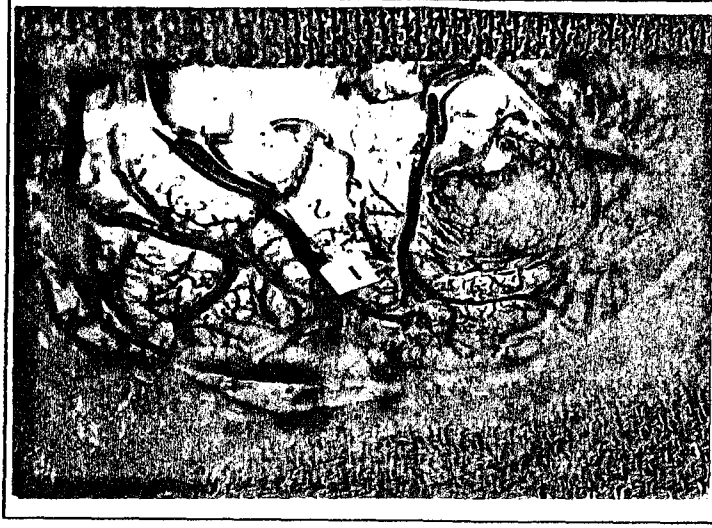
'de frontal düşük grade'li astrositoma rezeksiyonu amacıyla lokal anestezi altında opere edilen bir olguda (JT) kortikal SUP kayıtlaması sırasında elektrod tabakasının kortikal anatomiye göre yerleşimi ve şekil 4.2C'de bu olguda kortikal elektriksel stimölasyonla motor yanıtların uyartıldığı bölgelerin lokalizasyonları görölmektedir. Şekil 4.2A'da ise aynı olguda intraoperatif kortikal SUP kayıtları görölmektedir. Bu olguda 3 boyutlu MRG konstrüksiyonunda lezyon, operatif bölge ve santral sulkus ile kortikal lokalizasyon alanlarının yerleşimleri görölmektedir (Şekil 4.2D). Göröldüğü gibi bu kayıтта en yüksek amplitüdü yanıtlar santral sulkusa yaklaştıkça kaydedildi. Dikkati çeken diğer bir özellik ise santral sulkusun hemen komşuluğunda ve özellikle postsantral bölgede oldukça kompleks dalga formlarının görölmeye başlanmasıydı. Bu bölgede baskın aktivite en belirgin olarak 2 no'lu elektrodta ortaya çıkan 22.7 msn latanslı pozitifite yani P25'di. Bu aktivitenin etkinliği postsantral bölgede 1, 3, 6, 11 ve kısmende 7 ve 12 no'lu elektrodalarda da saptanmaktaydı. Santral sulkusa görece daha uzak kalan elektrodaların santral sulkusun 2 yakası arasında N20/P30 ve P20/N30 komponentlerini kaydettikleri gözlemlendi. Postsantral bölgede 3, 4 ve 8 no'lu elektrodalar ve presantral bölgede 9, 10, 13,14 ve 15 no'lu elektrodalar bu polarite
